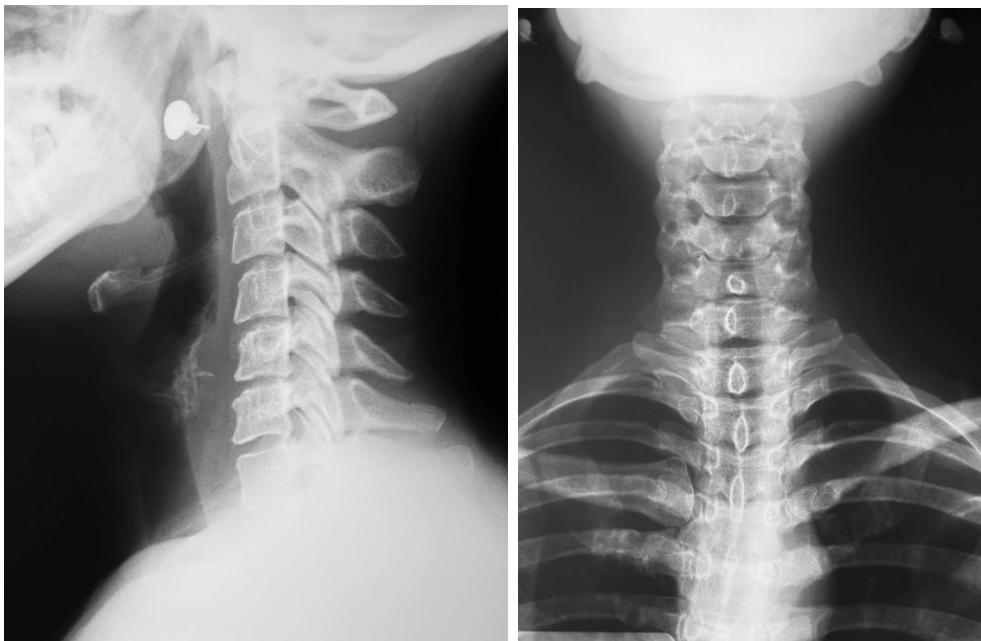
Пациентка К. Рентгенография шейного отдела позвоночника
